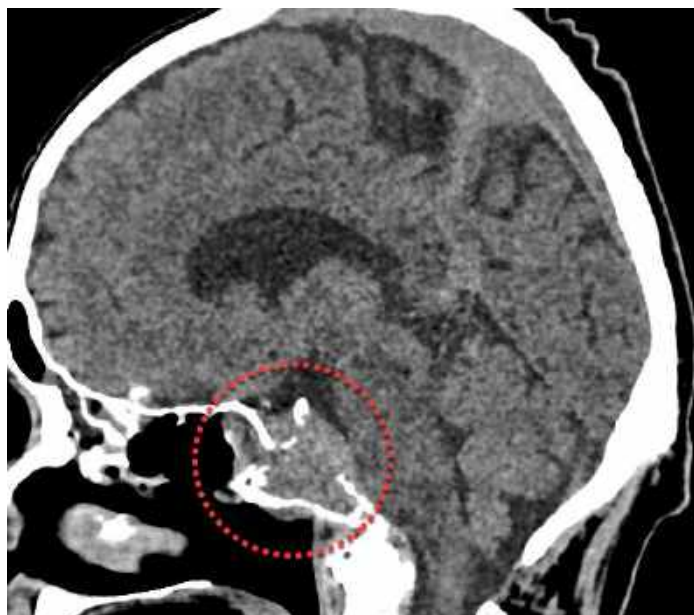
Сагітальна площина: комп'ютерна томографія (КТ) - демонструє руйнування кістки метастазом в гіпофіз ТС та верхньої третини схилу основної кістки
